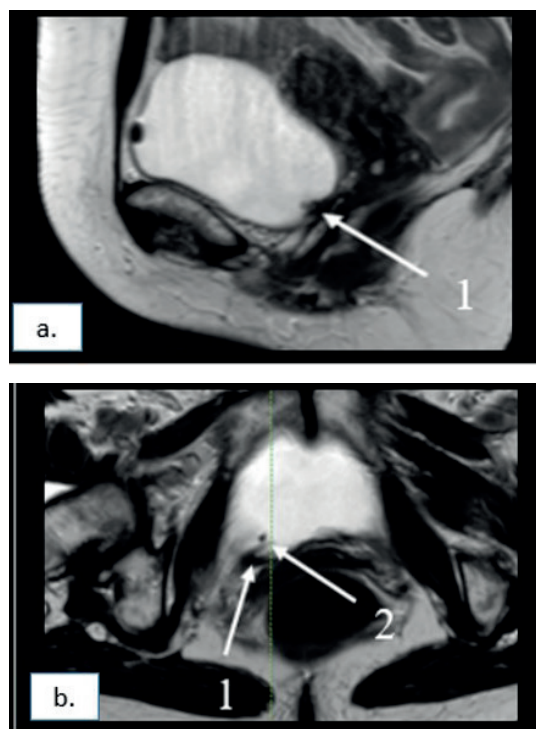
МРТ таза, а – сагиттальная плоскость, б – аксиальная плоскость. Миграция сетчатого протеза в мочевой пузырь (стрелки 1), фиксированный камень мочевого пузыря (стрелка 2)
